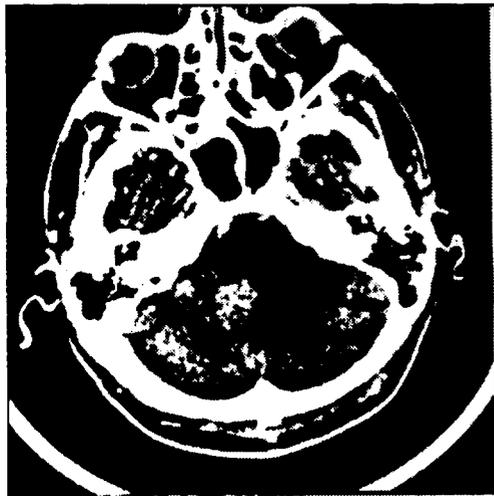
CT revelando processo expansivo heterogêneo, iso e hipotenuante, no hemisfério cerebelar esquerdo (após injeção de contraste endovenoso houve captação heterogênea perilesional).
